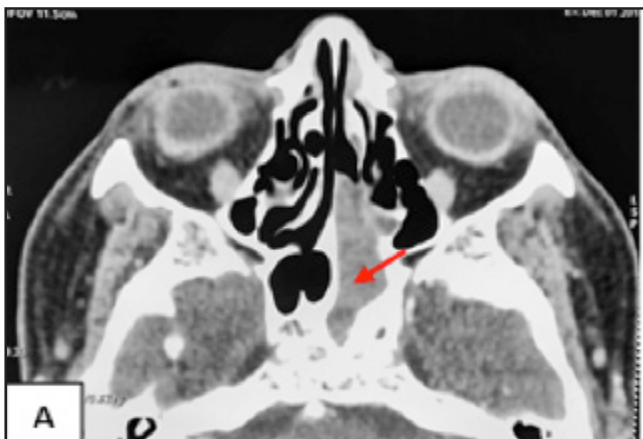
TDM du massif facial en coupes axiale (A), sagittale (C) et reconstruction coronale (B) qui montrent une formation polypoïde comblant le sinus sphénoïdal (flèche rouge), de densité hétérogène s'étendant vers le méat moyen et la fosse nasale gauches et se prolabant au niveau du cavum à travers la choane gauche
